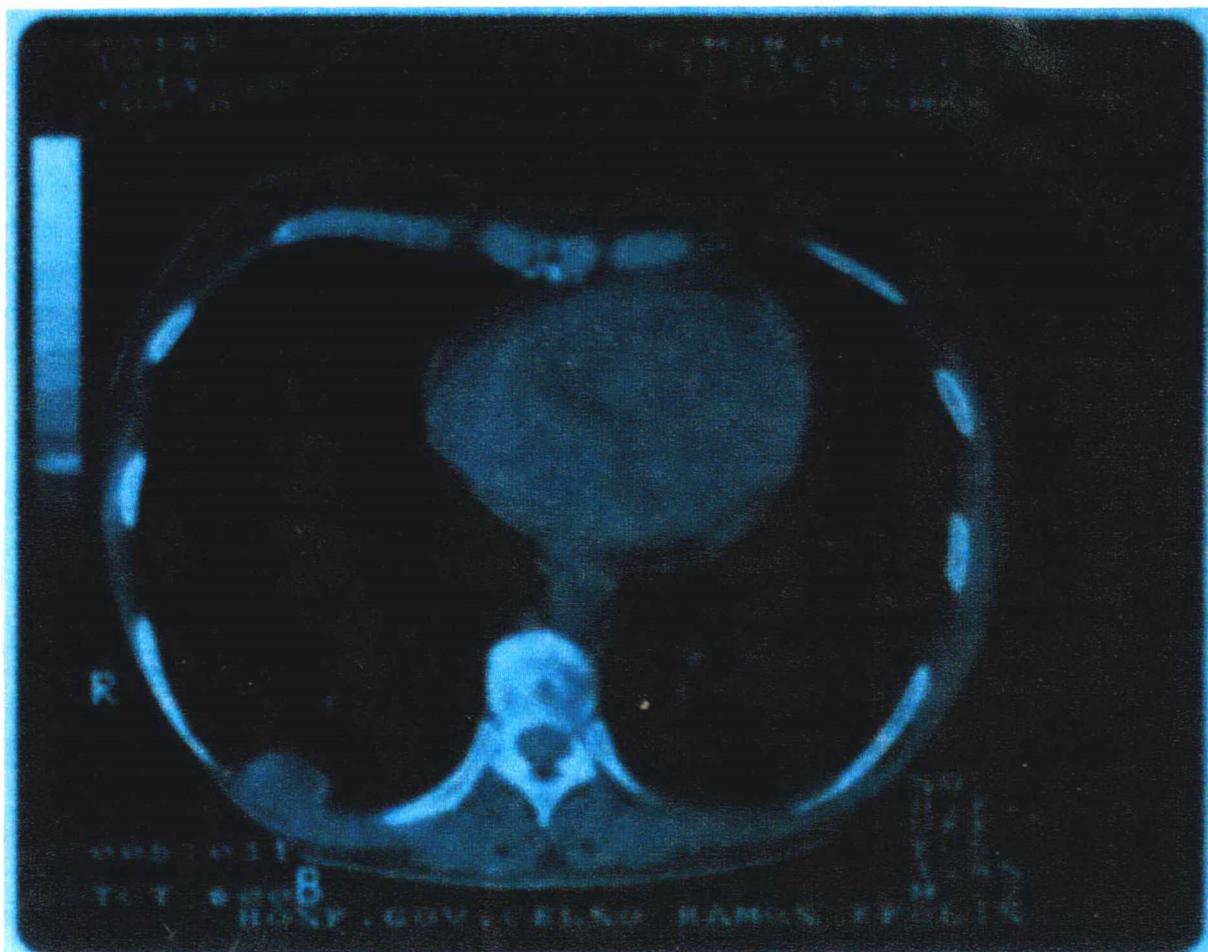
Imagem de TC de tórax mostrando consolidação no lobo inferior D.
